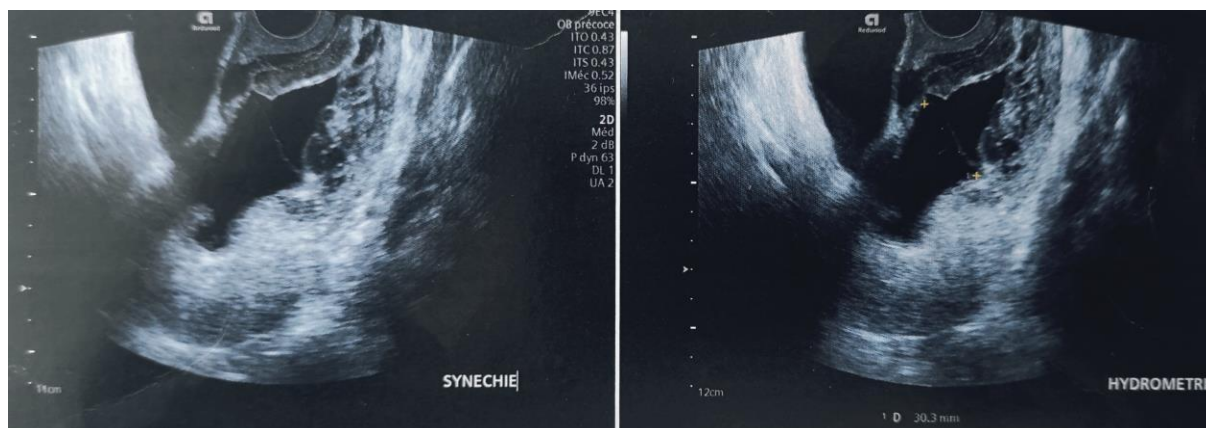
Image échographiques en faveur d'une hydrométrie avec synéchie isthmique
